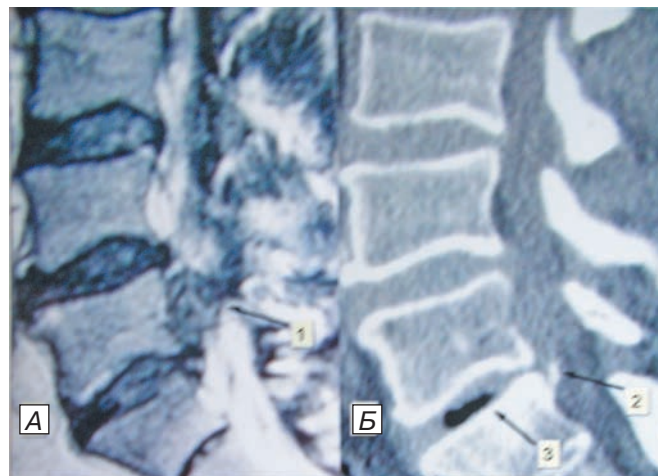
МР-томограмма (А) и компьютерные томограммы (Б и В) поясничного отдела позвоночника. А) в сагиттальной проекции Т2 ВИ секвестр определен на задней поверхности тела позвонка L5 (1). Источник грыжевого секвестра не определен; Б) сагиттальная проекция. Определен остеофит верхнего края тела позвонка S1 (2), «вакуум-феномен» в диске L5-S1 (3); В) аксиальная проекция на уровне межпозвоночного диска L5-S1. Определены остеофит тела S1 (2) и «вакуум-феномен» (3), подтверждающий источник секвестра — диск L5-S1. Fig. 8. Lumbar MRI (A) and CT scans (B and B). A) sagittal view (T2) revealed the sequester adjacent to the posterior surface of L5 vertebral body (1) with no signs about origin of hernial sequester; B) sagittal view showed the osteophyte of upper margin of S1 vertebral body (2) and «vacuum-sign» in intervertebral L5-S1 disk(3); B) axial view at the level of L5-S1 intervertebral disk. The osteophyte of S1 vertebral body(2) and «vacuum-sign» (3) are determined, that confirms the origin of sequester — L5-S1 disk.
